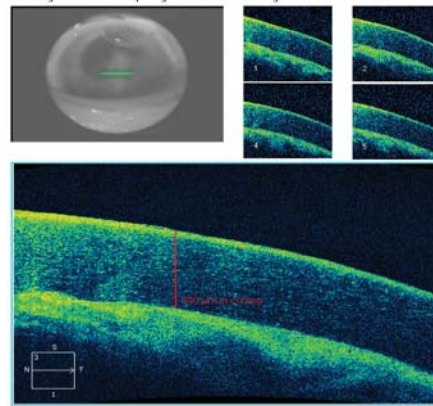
Оптическая когерентная томограмма, выполнена с помощью OCT Cirrus HD 300 сразу после операции роговица левого глаза с биопокрытием
